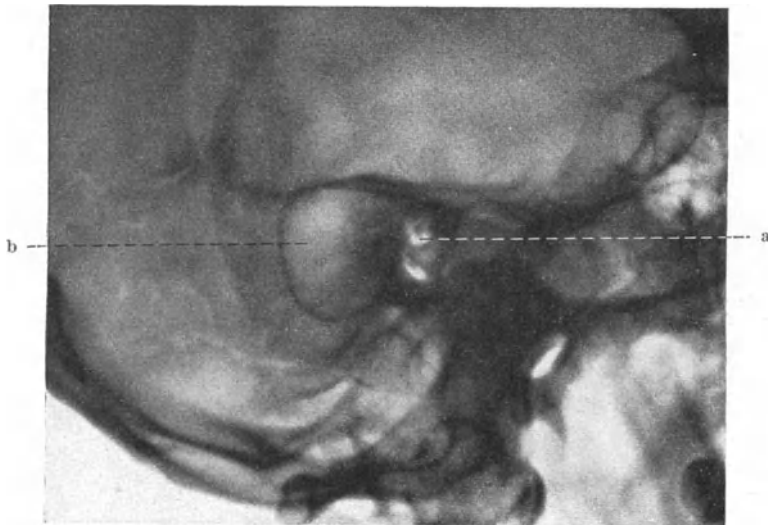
b. Röntgenbild eines Warzenfortsatzes mit großer Cholesteatomhöhle. a Äußerer Gehörgang, b große, fast den ganzen Warzenfortsatz einnehmende Cholesteatomhöhle.
